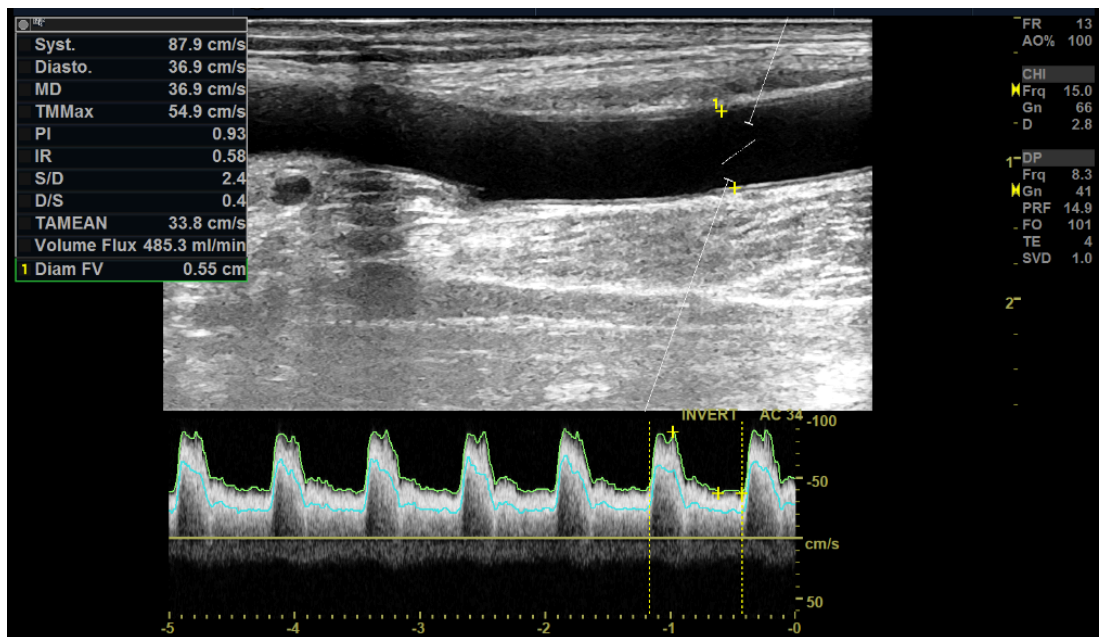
Doppler pulsé, montre un débit à 480ml/min
